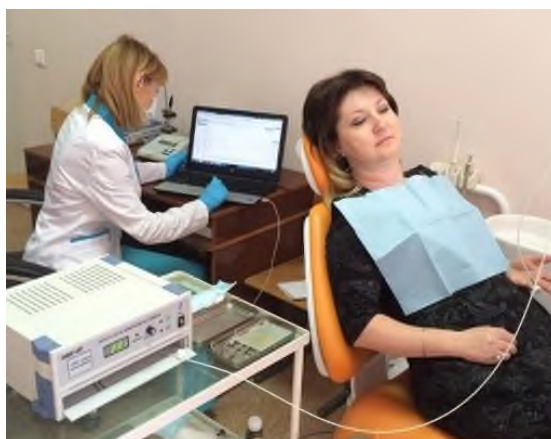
Position of the patient during laser Doppler vascular flowmetry in the functional diagnostics room
